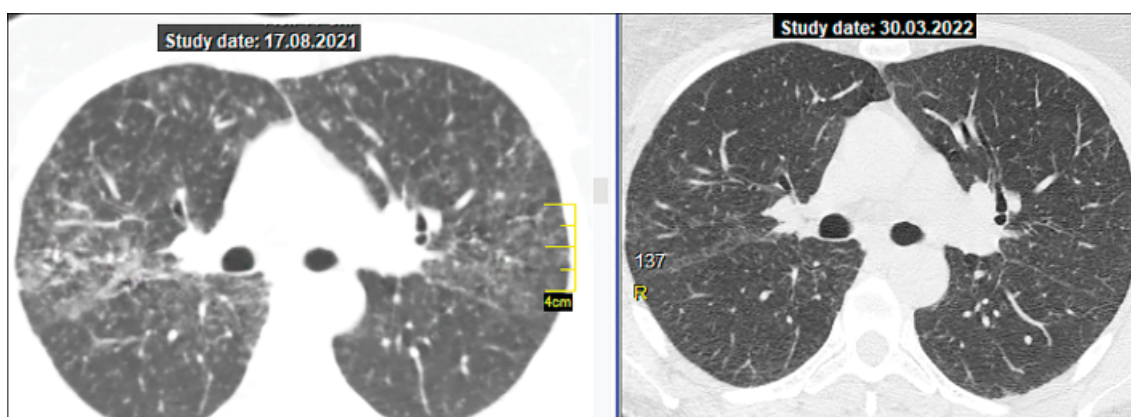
КТ ОГП пацієнтки К., 44 років, ліворуч — після монотерапії МТХ; праворуч — після комбінованої терапії МТХ і ГХ.
